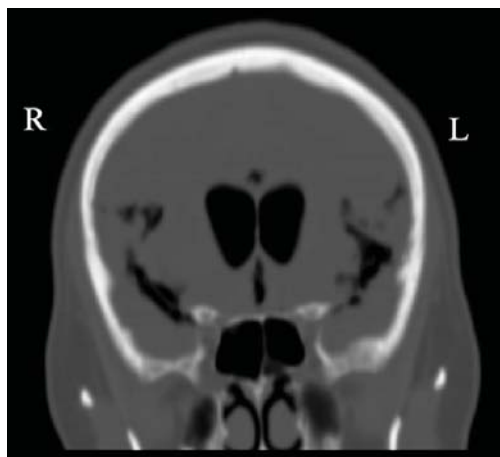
КТ головного мозга (фронтальная проекция)
